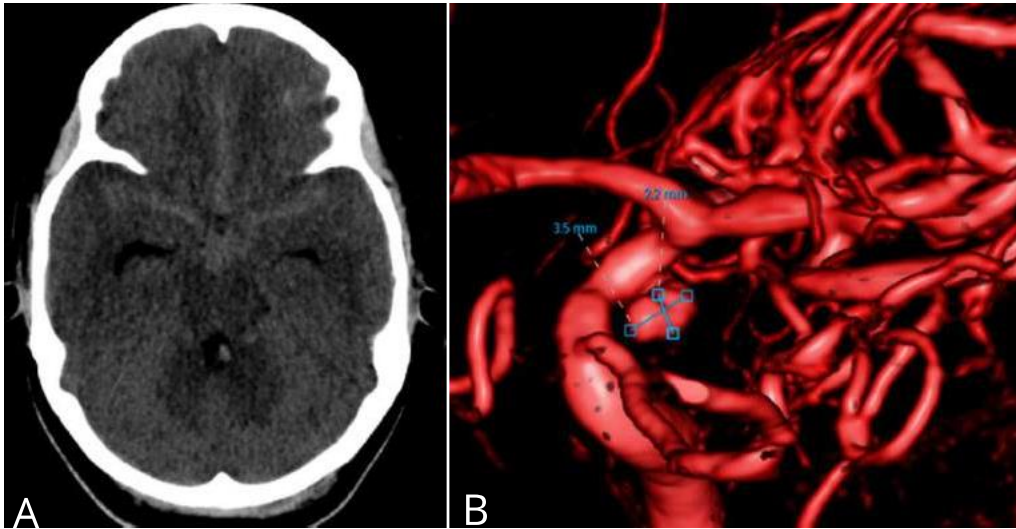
A. TAC simple de cráneo donde se puede observar a nivel de la cisterna supraselar, lamina terminalis, cisterna silviana y supraquiasmática presencia de hiperdensidad correspondiente a HSA. Imagen 1 B. Panangiografía cerebral con reconstrucción 3D la cual evidencia presencia de aneurisma sacular roto del segmento comunicante de la arteria carótida interna del lado izquierdo de aproximadamente 2,2 x 3,5 mm, dirigido hacia abajo y adelante con pseudoaneurisma de ruptura.
